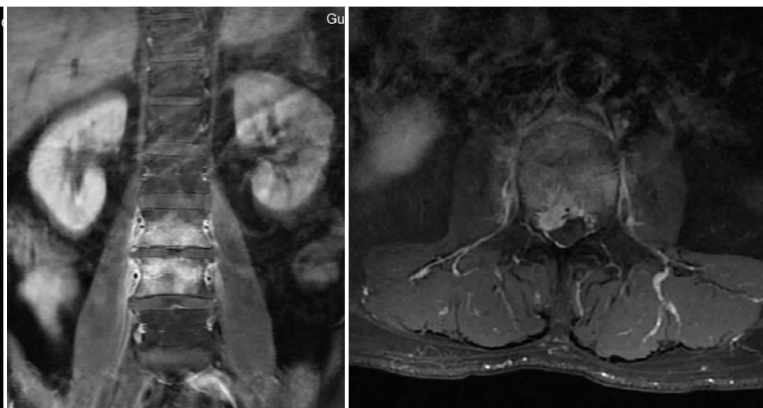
MRI 冠状位及轴位片增强显示病变椎体明显强化,双侧腰大肌内无流注脓肿。椎管内硬膜外炎性肉芽明显强化,相应平面硬膜囊受压
